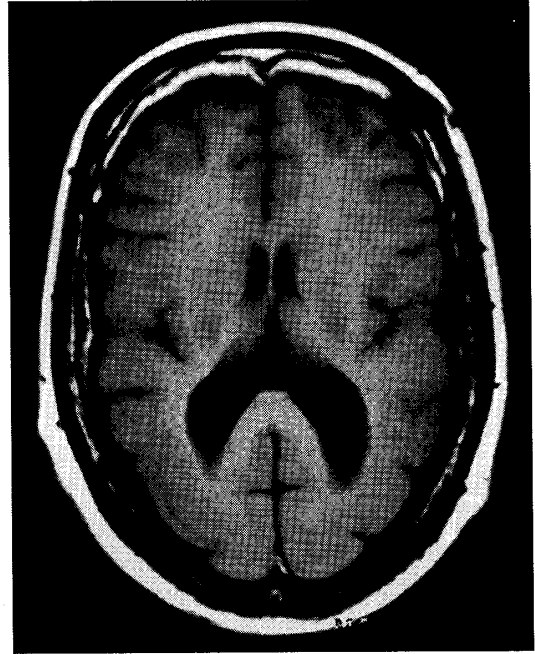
両側頭頂・後頭葉の厚脳症を認めた35歳女子（中等度精神遅滞を伴った症候性局在関連てんかん）のMRI（T1強調水平断）
